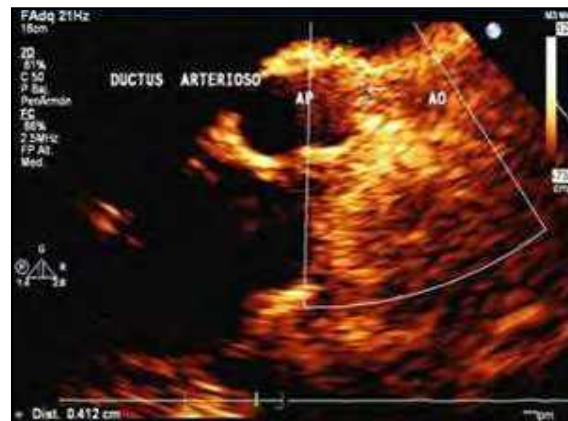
Ecocardiograma del CAP (ductus) (Valdes Martín A).
